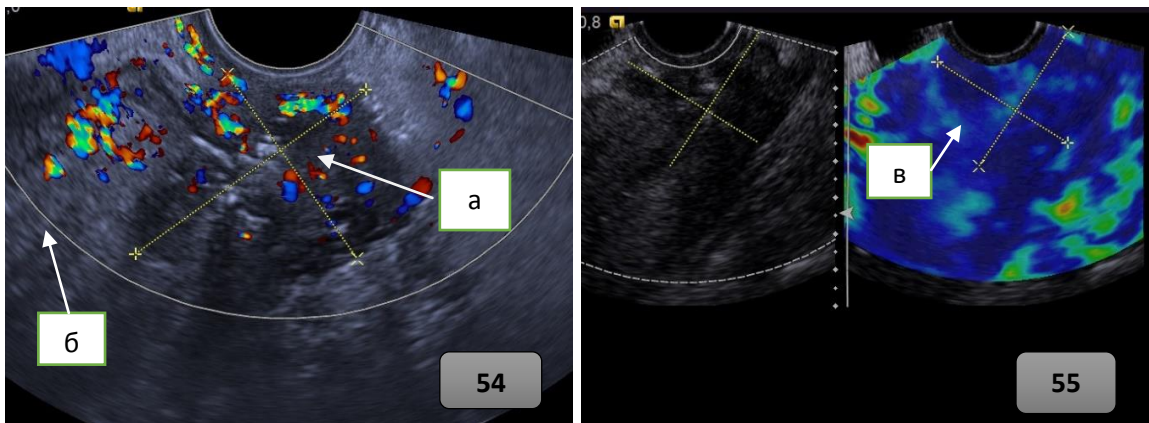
Ультразвуковые томограммы пациентки Б. через 3 месяца после лечения: а) наличие патологической васкуляризации в остаточной опухоли; б) миометрий; в) V эластотип при эластографии.
